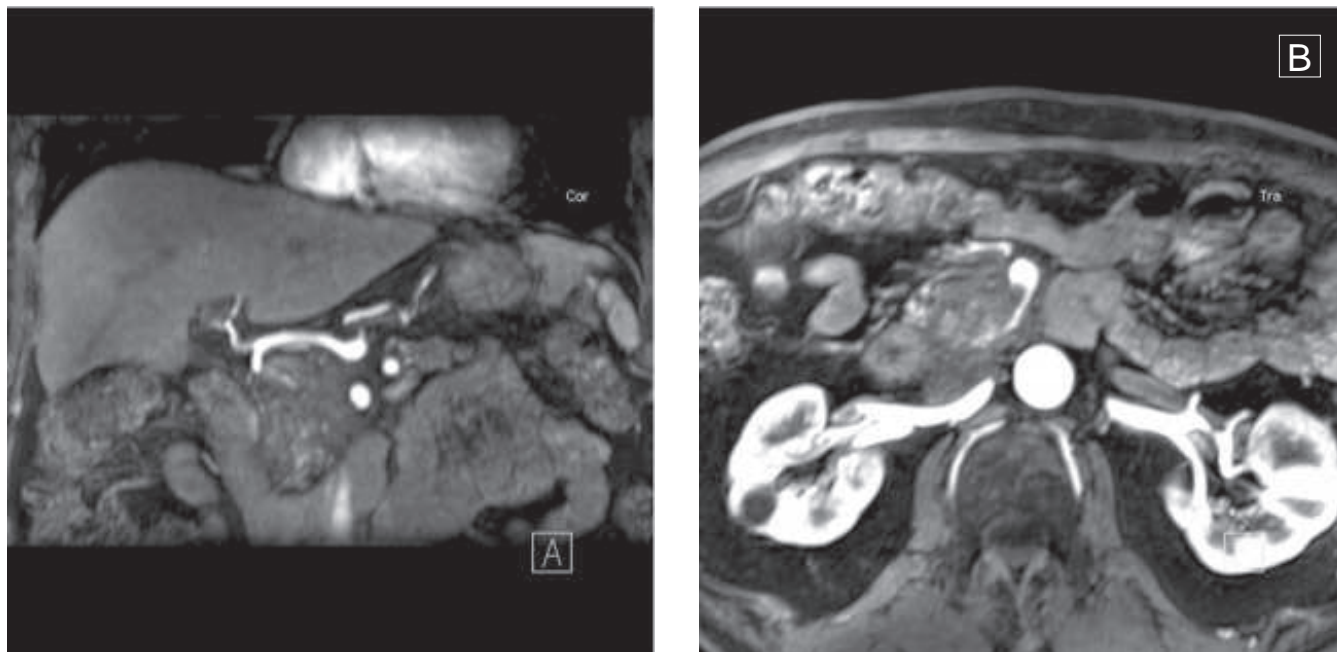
Imagens de RM: (A) sagital e (B) coronal, demonstrando área de massa na porção cefálica do pâncreas.
